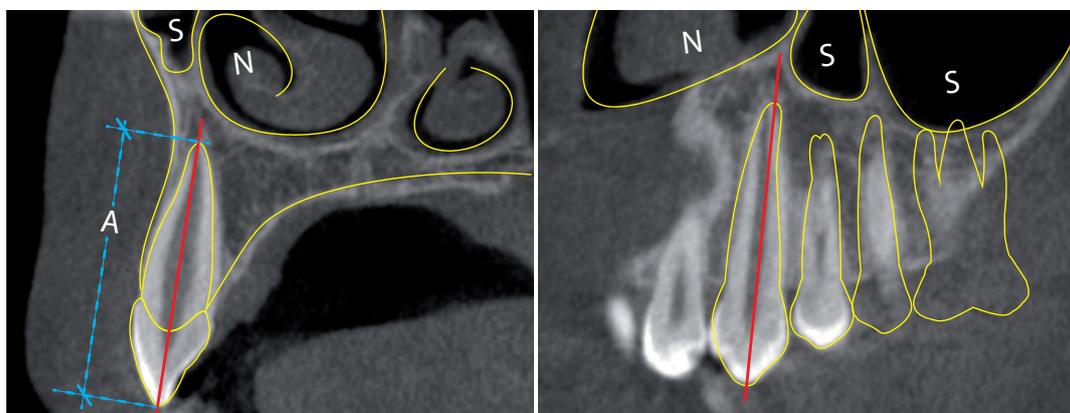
Medición de las variables cuantitativas en CBCT del canino.
